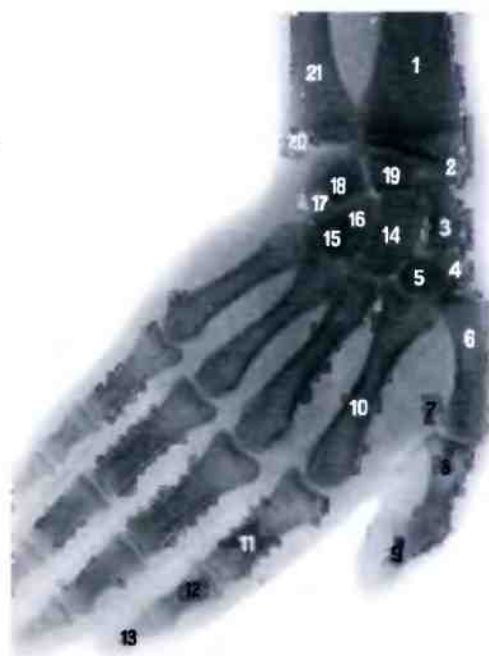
Суставы кисти, правой (рентгенограмма). (Кисть в состоянии приведения — в сторону локтевой кости.)
